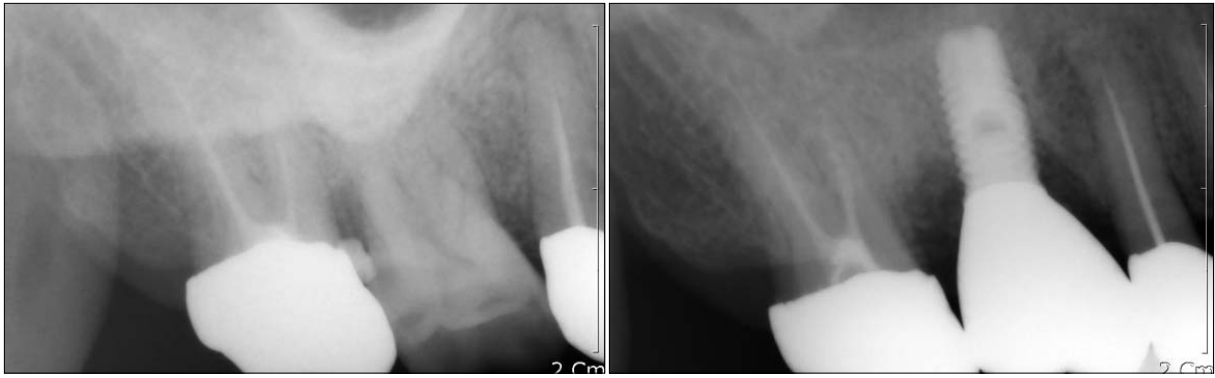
Periapical radiograph (left: preoperative view, right: post prosthetic treatment).
